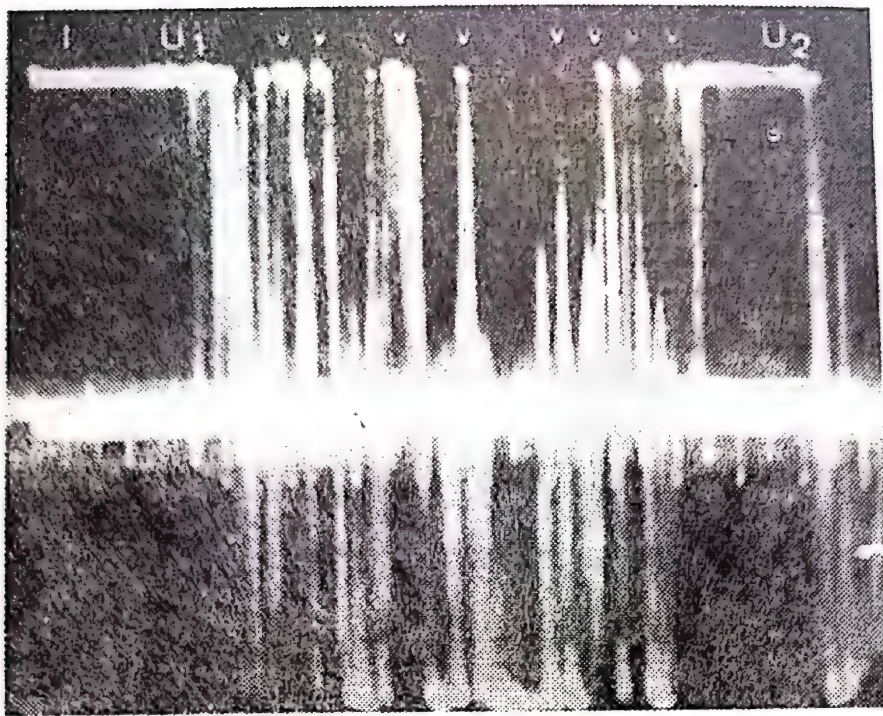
Ecografie unidimensională. Frecvențe de 4 MHz. Ecouri veziculare multiple cu intensitate maximală.
